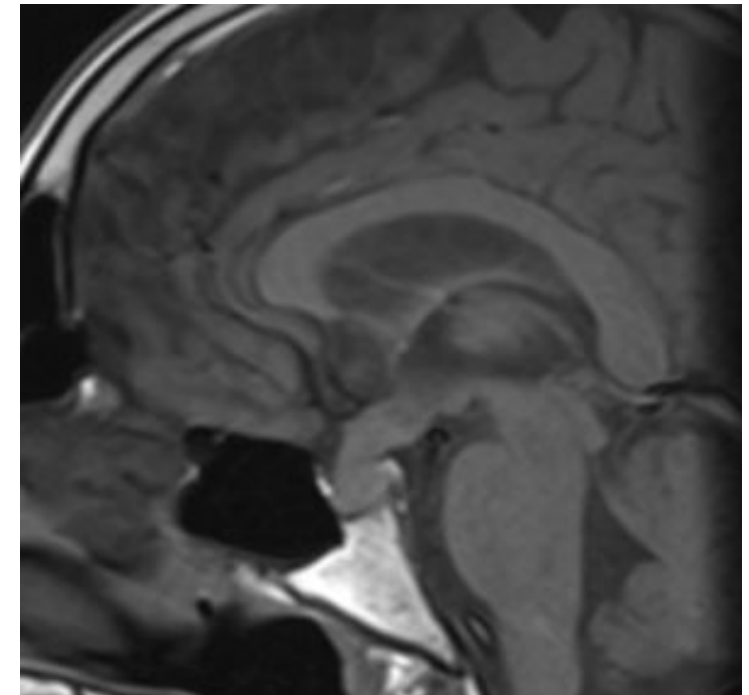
RM T1 Sagital. Engrosamiento de tallo hipofisario
